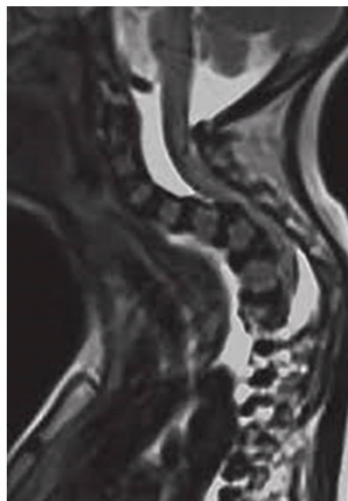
Image IRM d'une impression basilaire [collection G. FINIDORI]
